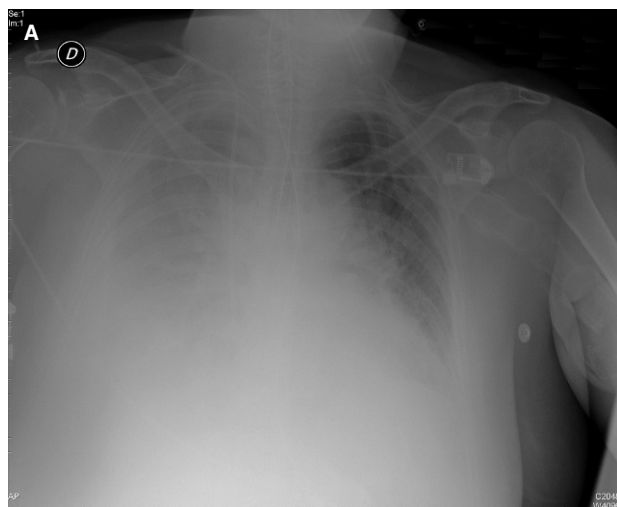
A: radiografía de tórax realizada al ingresar la paciente en nuestra unidad, donde se observa el velamiento en el hemitórax derecho, indicativo de derrame pleural derecho. B: características macroscópicas del líquido extraído de la cavidad pleural.
